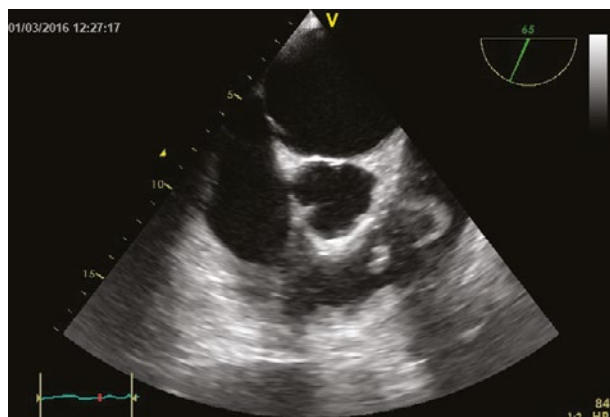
ETE Ecografie transesofagiană – incidență la 65° – vegetație atașată de valva pulmonară
